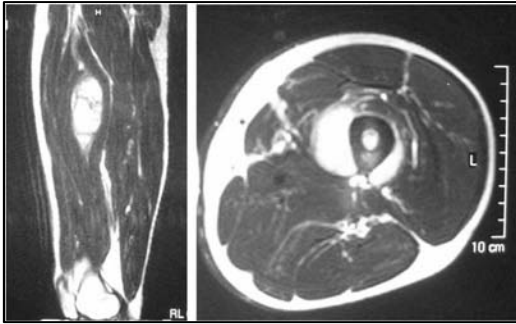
54:ES fémur tercio medio diáfisis (RMN). Imagen intraoperatoria y Rx simple intra y postoperatoria. Tras la resección tumoral, se realiza la reconstrucción con homoinjerto intercalar sintetizado mediante sistema de tornillo deslizante-placa. El sistema no permite controlar la rotación de la porción proximal del fémur.
